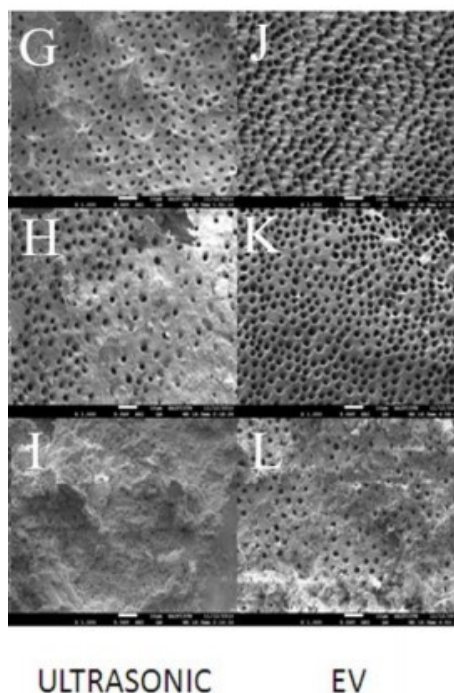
Amostras microscópicas eletrônicas representativas da remoção de smear layer no terço coronal (I+L) terço médio (H+K) e terço apical (G+J) depois uma irrigação com EV e ultrassons (Karade et al, 2017).
